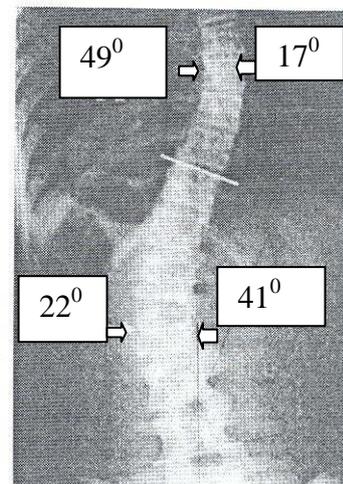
Вертикальная передне-задняя рентгенограмма больного 1998 г.р. с кифосколиозом III-IV степени. Стрелками указаны углы ротации апикальных позвонков Th₈ и Th₁₂ основных дуг деформации.
